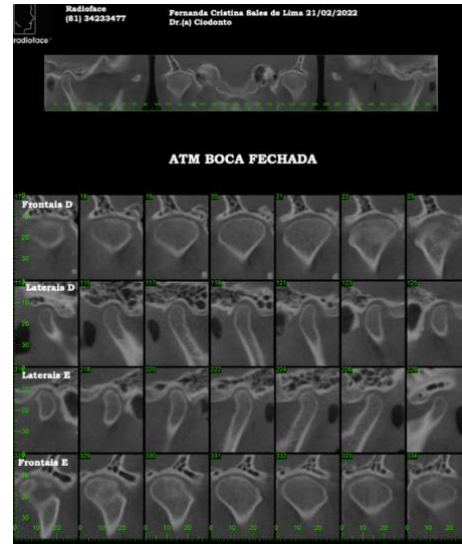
Tomografia boca fechada
